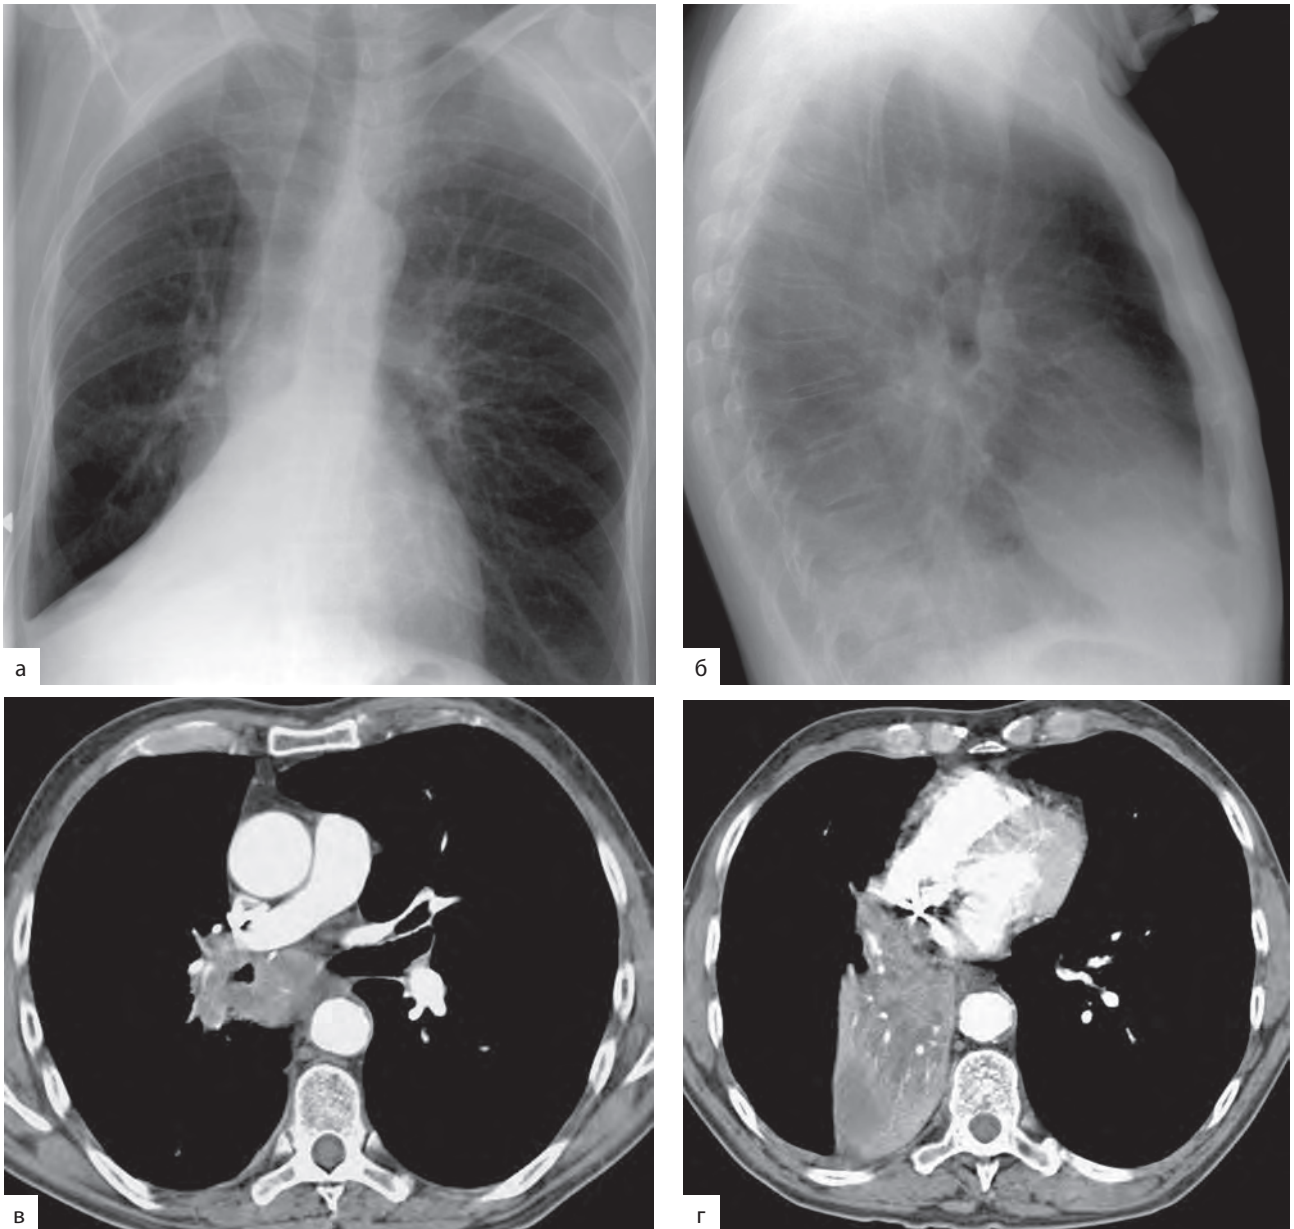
Ателектаз нижней доли правого легкого. Типичные признаки ателектаза при рентгенографии в прямой (а) и боковой (б) проекциях. На аксиальных срезах (КТ-ангиография) определяется патологическое образование, суживающее просвет промежуточного бронха (в), и ателектаз нижней доли с видимыми в нем сосудами и заполненными секретом бронхами (г)
